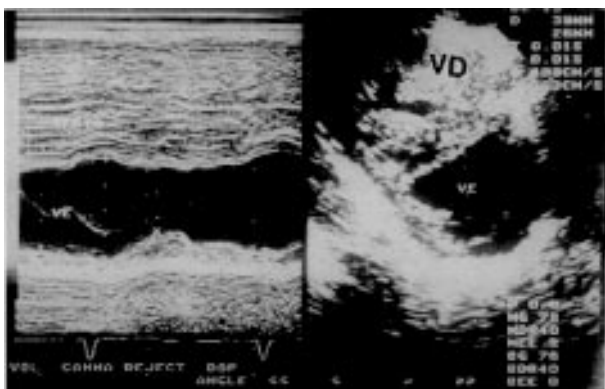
Ecocardiograma, corte transversal paraesternal demonstrando importante hipertrofia do ventrículo direito. VE-ventrículo esquerdo; VD- ventrículo direito; S- septo interventricular
